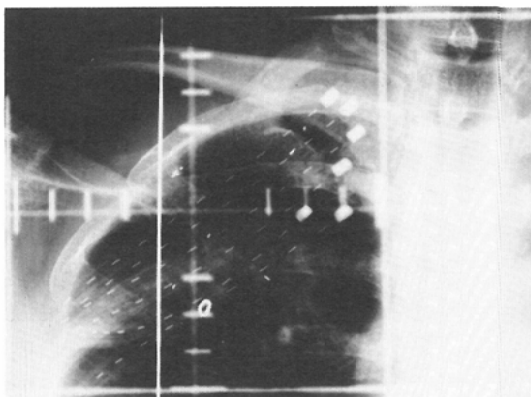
Frontal radiograph of an implant. Dummy sources are in position. (Case 4)
